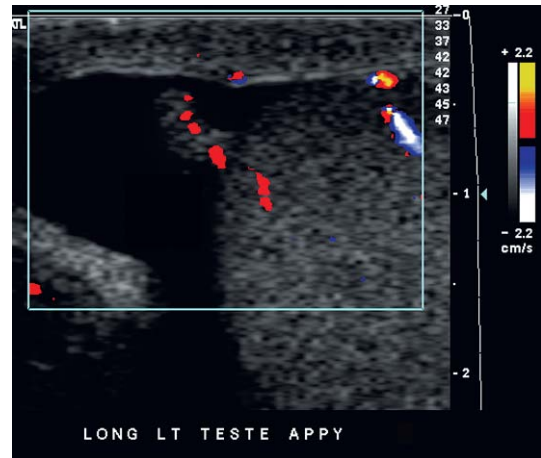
Proyección longitudinal del testículo izquierdo en la región de máximo dolor de este paciente. Se demostró que el apéndice testicular era el origen del dolor. Obsérvese la hiperemia en la base de esta estructura. Es bastante infrecuente identificar realmente las alteraciones en el flujo de Doppler color en el apéndice testicular. Los pacientes habitualmente acuden bastante después de que la estructura se haya necrosado y desprendido.
